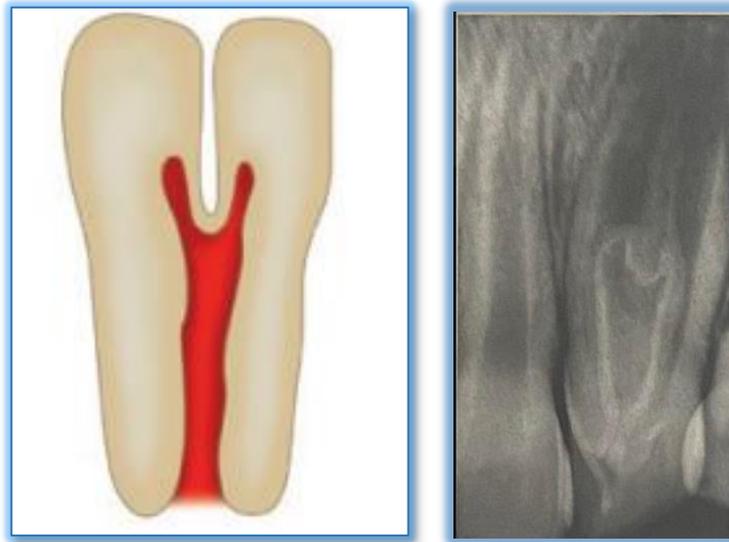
4. Representación de un Dens invaginatus, 5. Radiografía periapical que muestra dens invaginatus en un incisivo lateral. ^{20,21}
